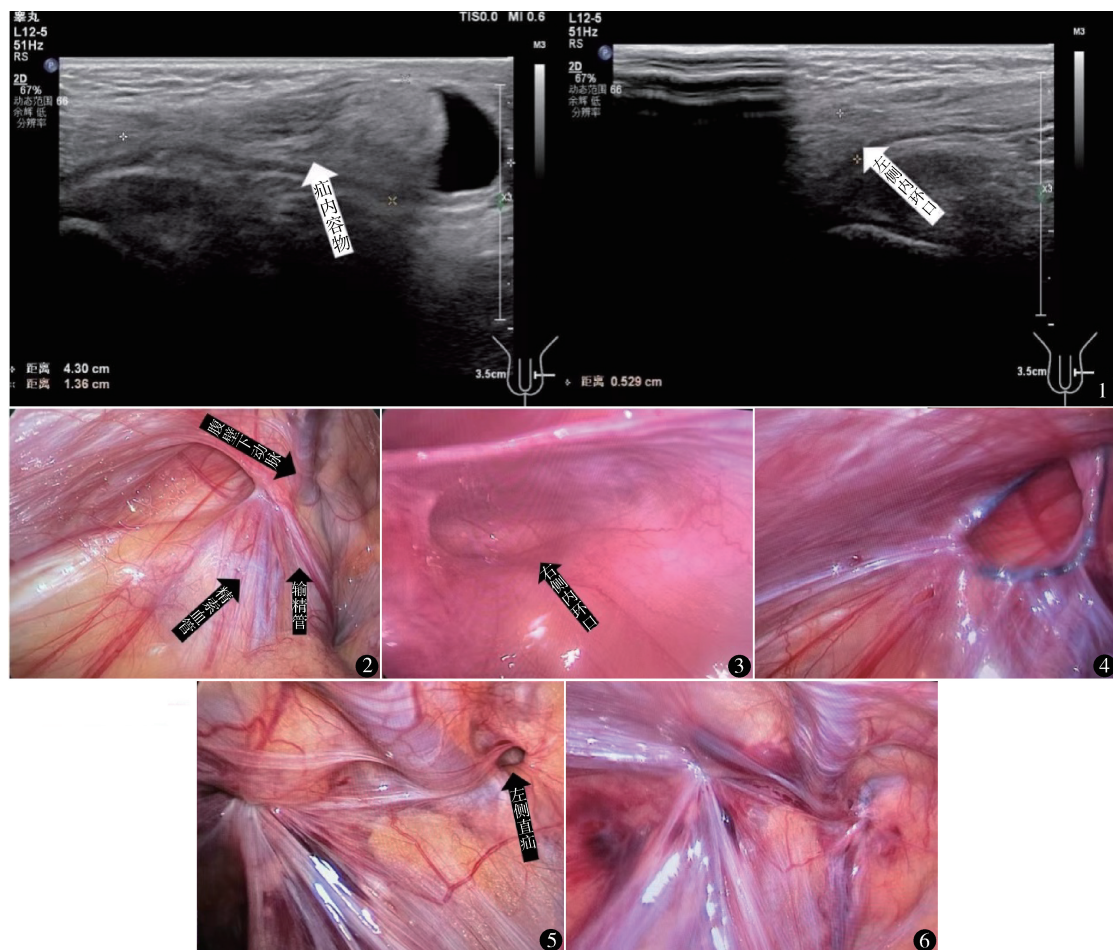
术前生殖系超声站立位:左侧腹股沟区探及 4.3 cm × 1.4 cm 混杂包块,与腹腔相通,其内回声似网膜回声,增加腹压后,可见腹腔内容物向其内移动,包块与腹腔之间通道宽约 0.5 cm,平卧位可完全回纳腹腔 图 2 左侧腹股沟斜疝 图 3 右侧内环口显露,远端腹膜已闭合 图 4 完全游离输精管和精索血管,左疝环口高位结扎 图 5 左侧腹股沟直疝 图 6 左侧 pantaloon 疝环口高位结扎
